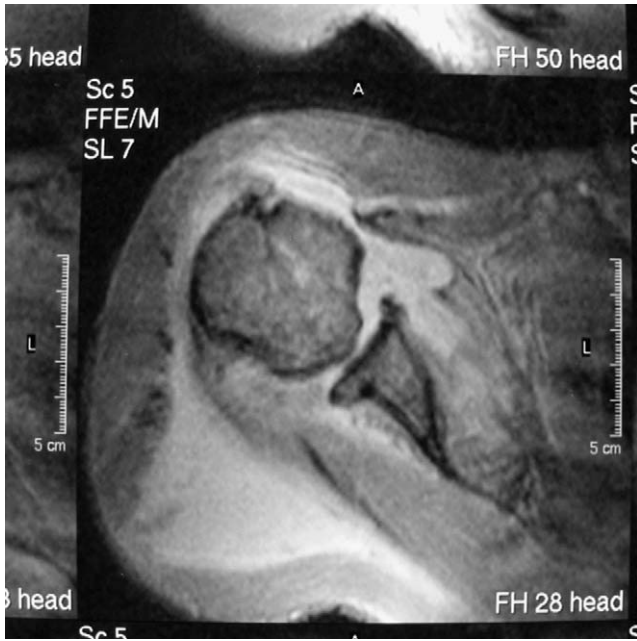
Corte axial de resonancia magnética del hombro izquierdo en el que se visualiza irregularidad de la cabeza humeral y un abundante derrame que distiende todos los recessos de la articulación escapulo-humeral.
